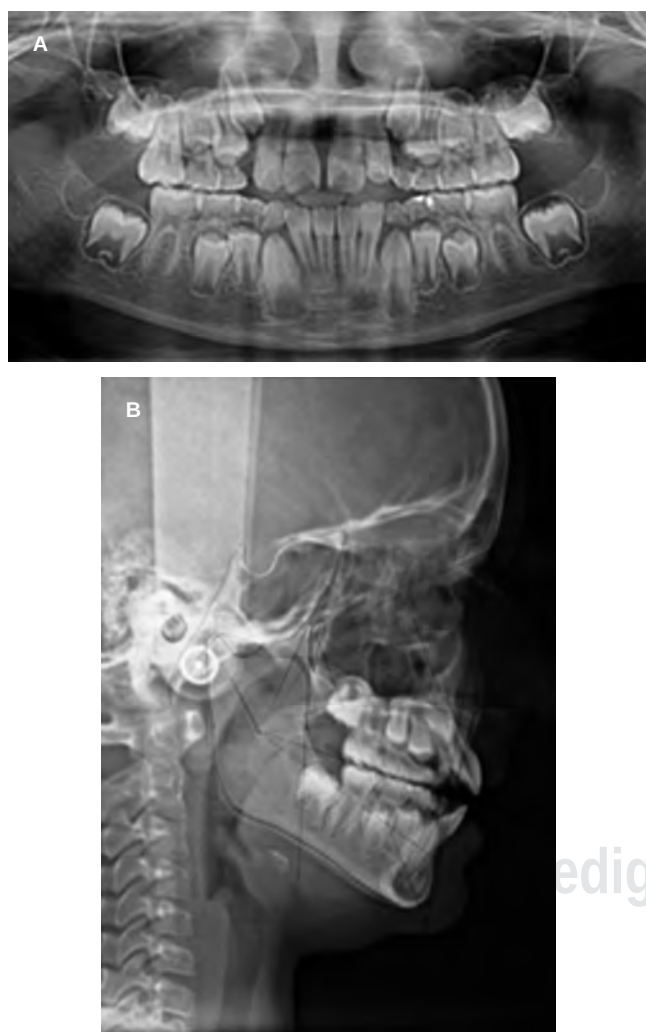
A) Radiografía panorámica inicial. B) Radiografía lateral de cráneo inicial.
